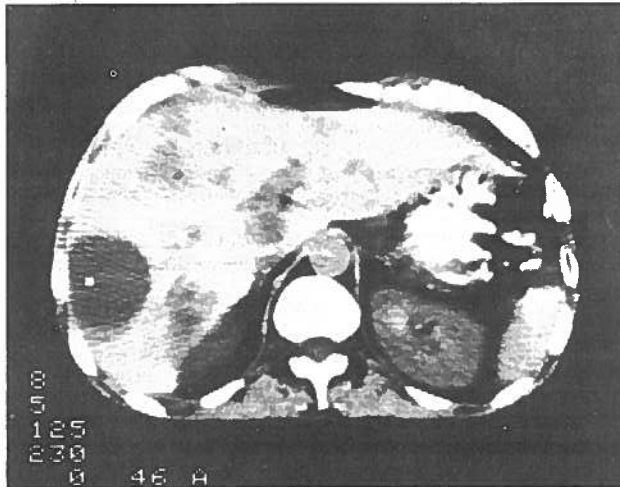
TAC abdominal: metástases hepáticas, a maior situada à esquerda.
